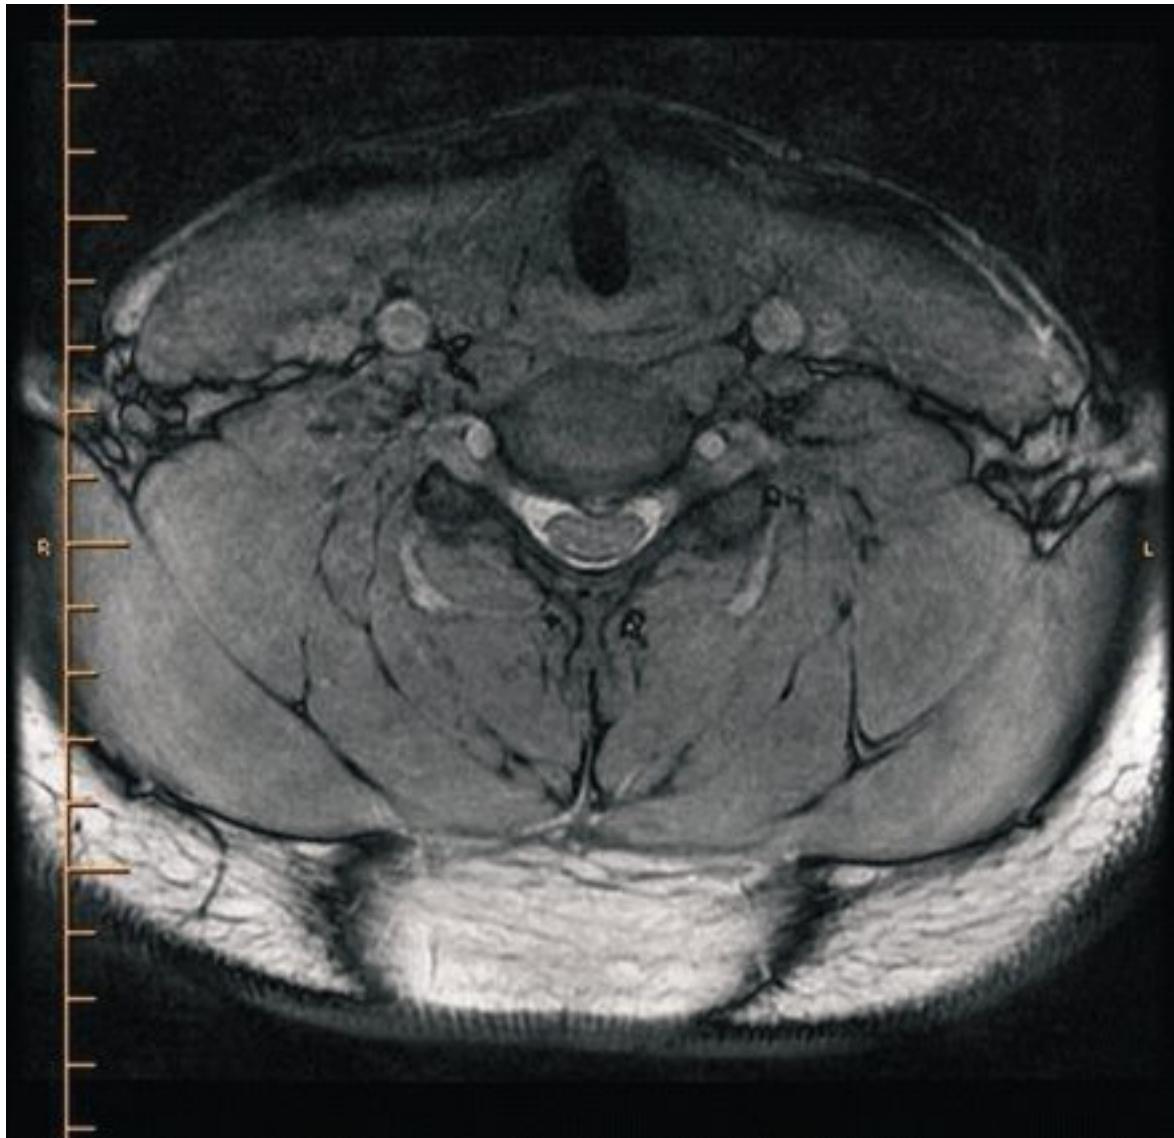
Ressonância nuclear magnética (RNM) da coluna cervical. Imagem por COSMIC-3D axial em C5/C6 com endentação anterior do saco tecal
